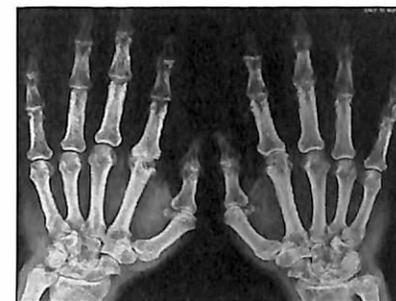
Рентгенограмма кистей больного подагрой: внутрикостный тофус, локализующийся в области эпифиза дистальной головки пястной кости 2-го пальца левой кисти.
